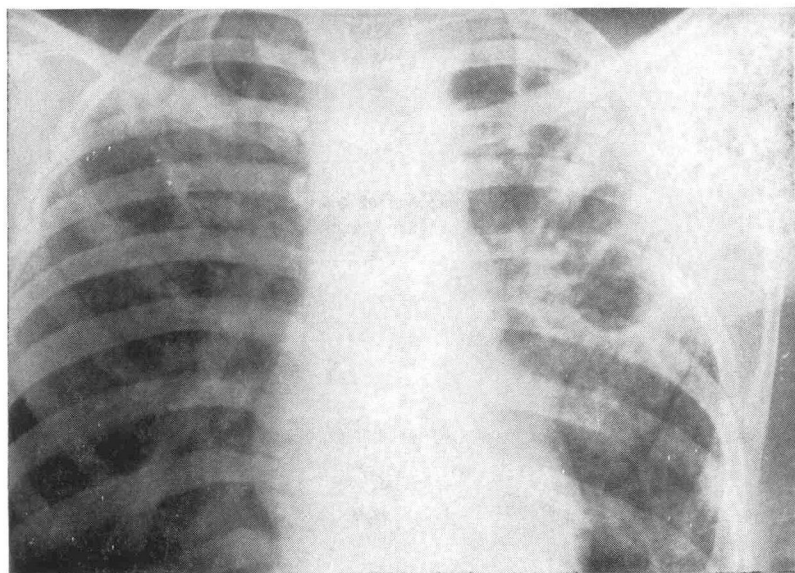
Observation n° 3. Radiographie à l'entrée : lésions bilatérales avec grande caverne à gauche.
